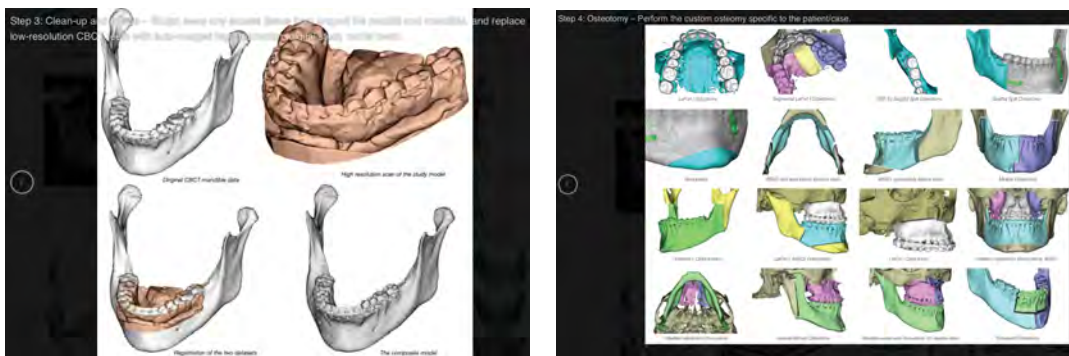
à gauche, remplacement du maillage dentaire issu de l'acquisition CT par maillage issu de l'acquisition de moulages en plâtre par scanner haute résolution. A droite, différents types d'ostéotomies maxillaires et mandibulaires possibles³¹.
